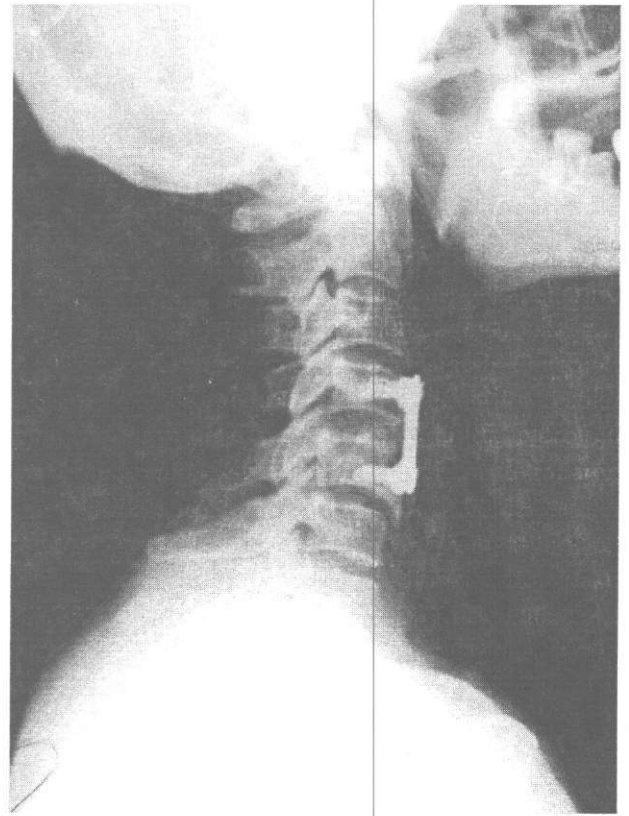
Olgunun Halo traksiyonunda iken kliniğimize ilk başvurduğundaki yan servikal grafisinde C4-C5 dislokasyonunun devam ettiği gözlenmektedir.
